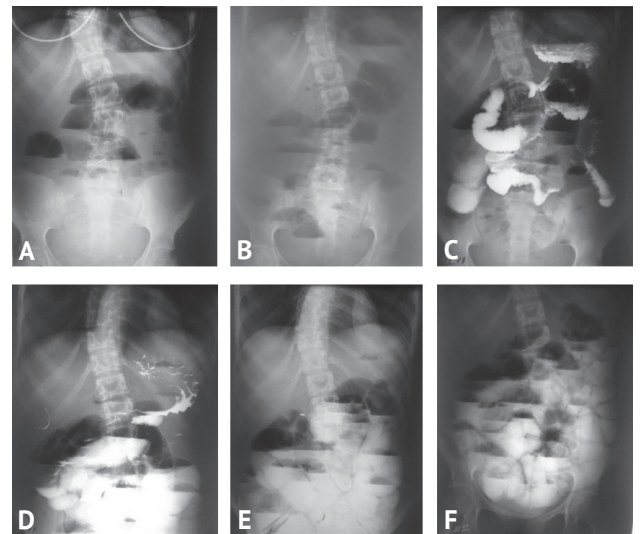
Серия рентгенограмм органов брюшной полости с контрастированием через рот (сульфат бария): А — обзорная рентгенограмма при поступлении; В — обзорная рентгенограмма после стимуляции кишечника; С — обзорная рентгенограмма через час после приема  $\text{BaSO}_4$ ; D — обзорная рентгенограмма через 3 часа после приема  $\text{BaSO}_4$ ; E — обзорная рентгенограмма через 6 часов после приема  $\text{BaSO}_4$ ; F — обзорная рентгенограмма через 12 часов после приема  $\text{BaSO}_4$ .
